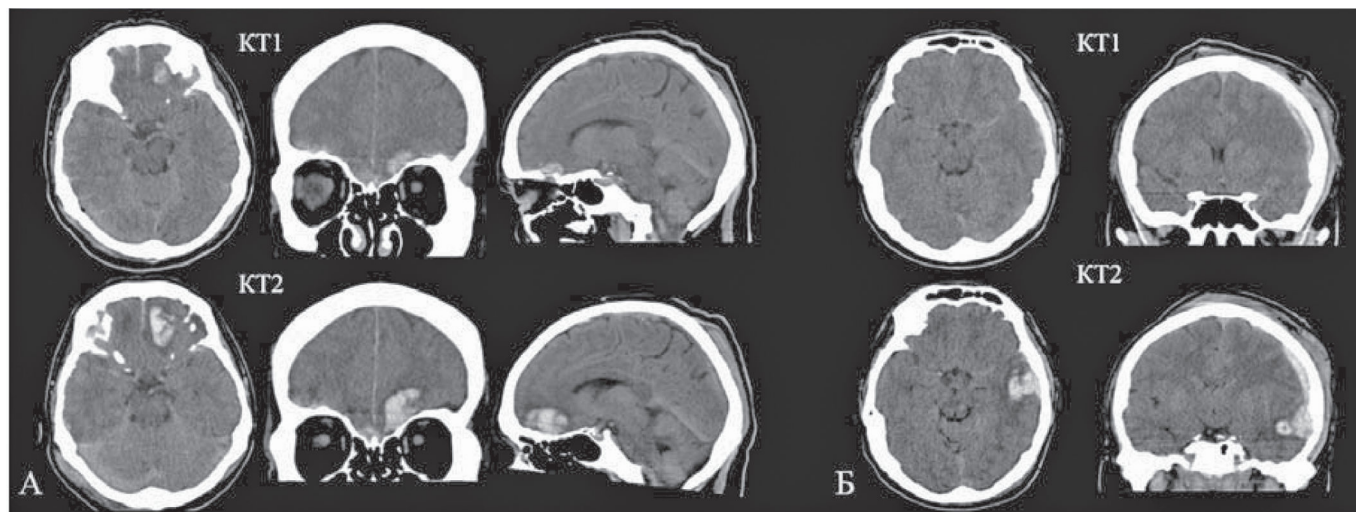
А. Геморрагическая прогрессия изначально выявленного очага. Пациент Х., 64л. Первичная КТ-картина через 1,5 ч после травмы (верхний ряд) и повторное КТ-исследование через 13,5 часов (нижний ряд). Б. Отсроченное формирование геморрагического очага. Пациент С. 21 г. Первичная КТ-картина через 1 ч после травмы (верхний ряд) и повторное КТ-исследование спустя 5,5 часов (нижний ряд).
